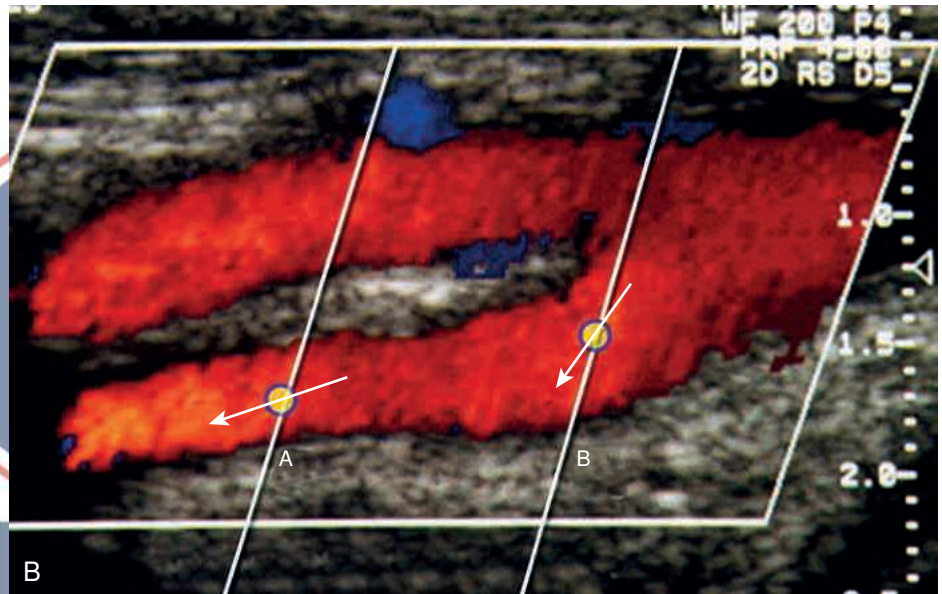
Efecto del ángulo Doppler sobre el cambio de frecuencia. (A) En un ángulo de 60 grados, el cambio de frecuencia (ΔF) detectado por el transductor es solo el 50 % del cambio detectado en un ángulo de 0 grados. A 90 grados, no hay movimiento relativo del objetivo hacia o desde el transductor, y no se detecta ningún desplazamiento de frecuencia. El desplazamiento de frecuencia Doppler detectado se reduce en proporción al coseno del ángulo Doppler. Dado que el coseno del ángulo cambia rápidamente en ángulos superiores a 60 grados (por lo que pequeños cambios en la corrección del ángulo pueden dar lugar a grandes diferencias en la velocidad calculada), se recomienda el uso de ángulos Doppler inferiores a 60 grados para realizar estimaciones de velocidad. (B) Cada píxel de color en una imagen Doppler en color representa el cambio de frecuencia Doppler en ese punto, y no puede utilizarse para estimar la velocidad. Aunque los puntos A y B tienen valores de color similares y, por tanto, frecuencias Doppler similares, la velocidad en A es mucho mayor que en B debido al gran ángulo Doppler en A en comparación con B. La velocidad representada por una frecuencia Doppler dada aumenta en proporción al ángulo Doppler.
